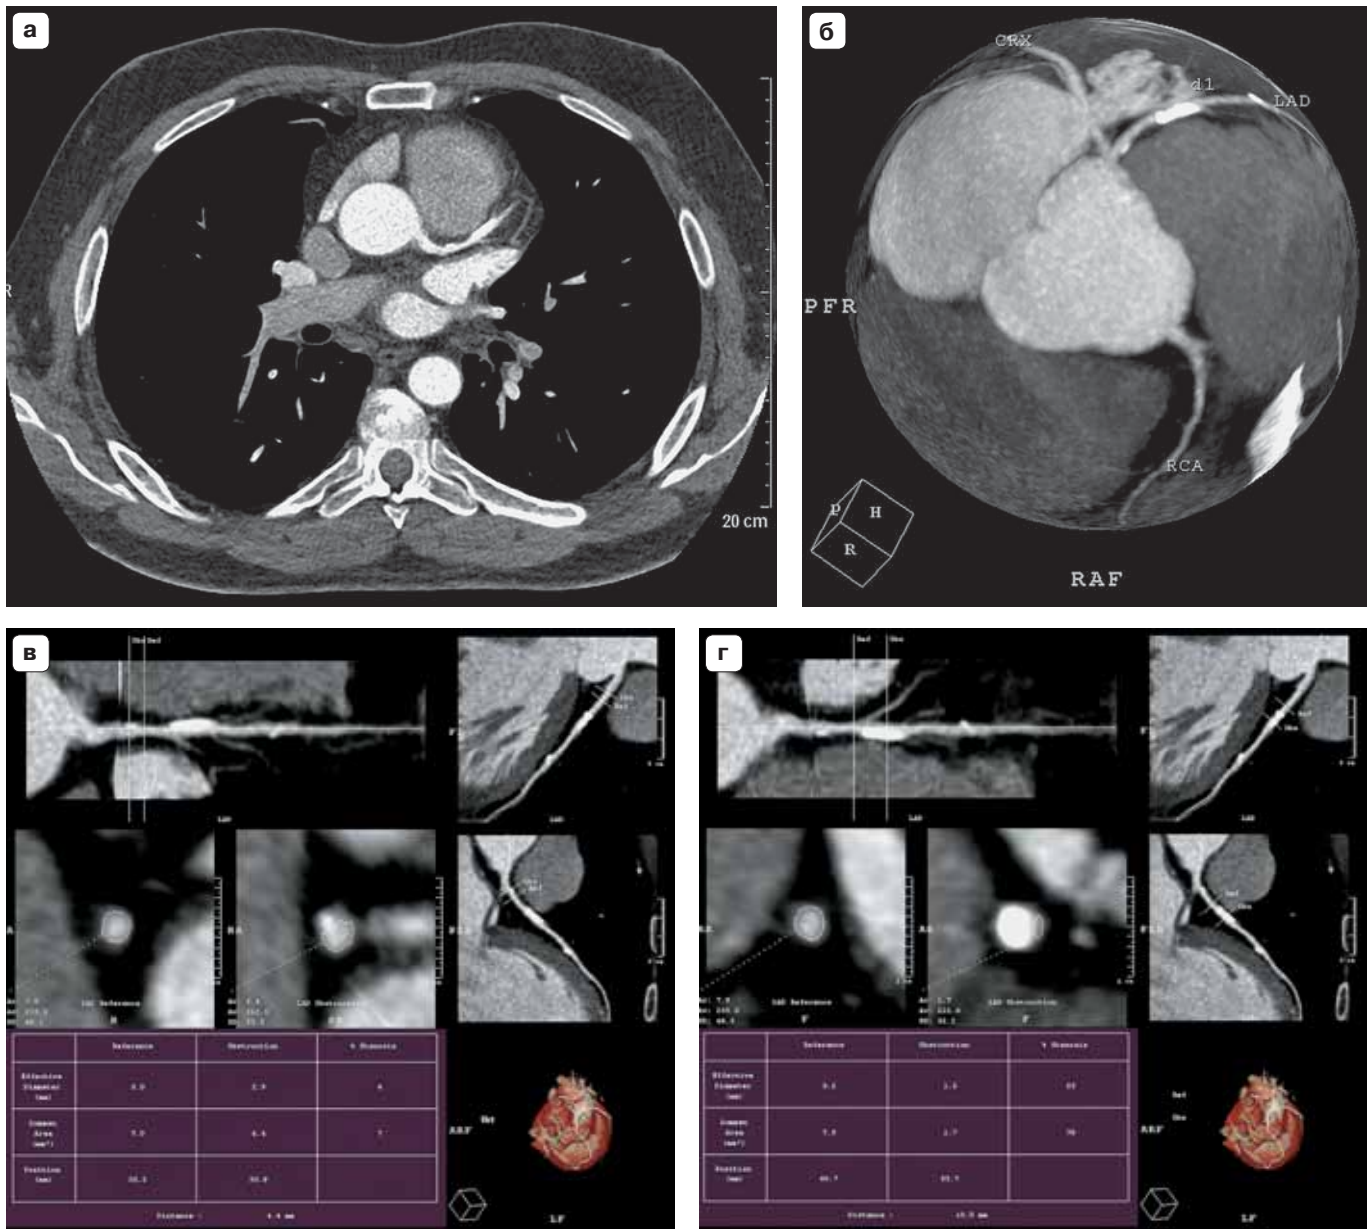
МСКТ-коронарография.
